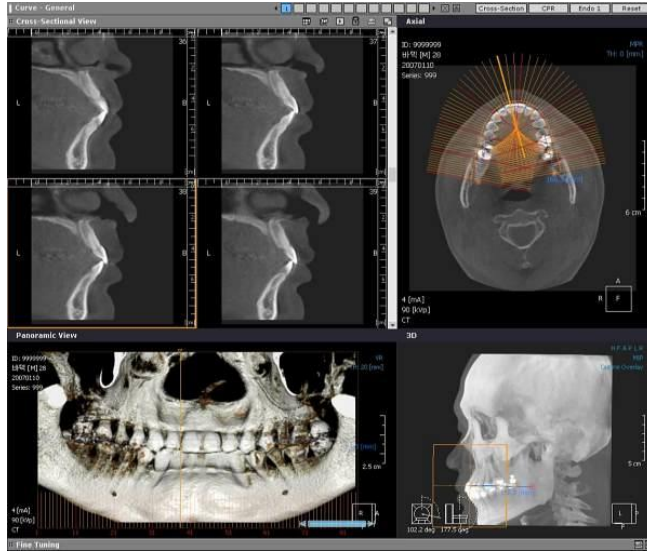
A) Konvensiyonel BT (63)
